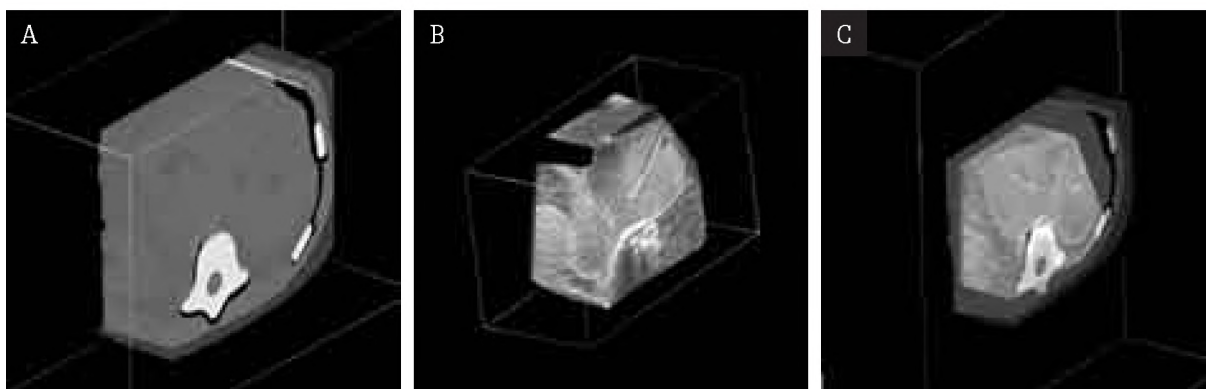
The 3D images of the phantom used in software tests: computed tomography image (a), 3D ultrasonography image (b), and the effect of coupling both (c). One of the methods used for 3D image visualization is presented.
